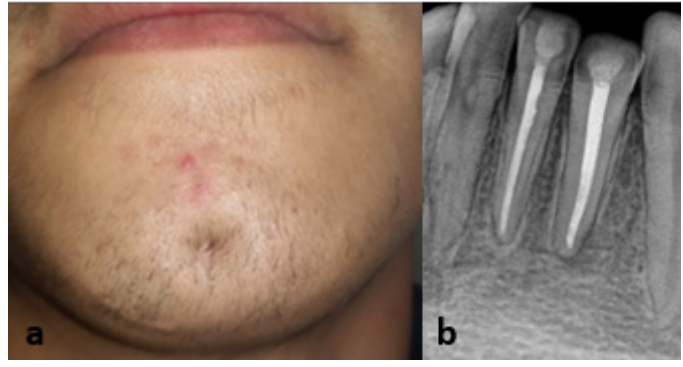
Çene ucunda bulunan fistül ağzı 1b: Periapikal teşhis radyografisinde 31 ve 32 numaralı dişlerde yaygın periapikal lezyon varlığı
